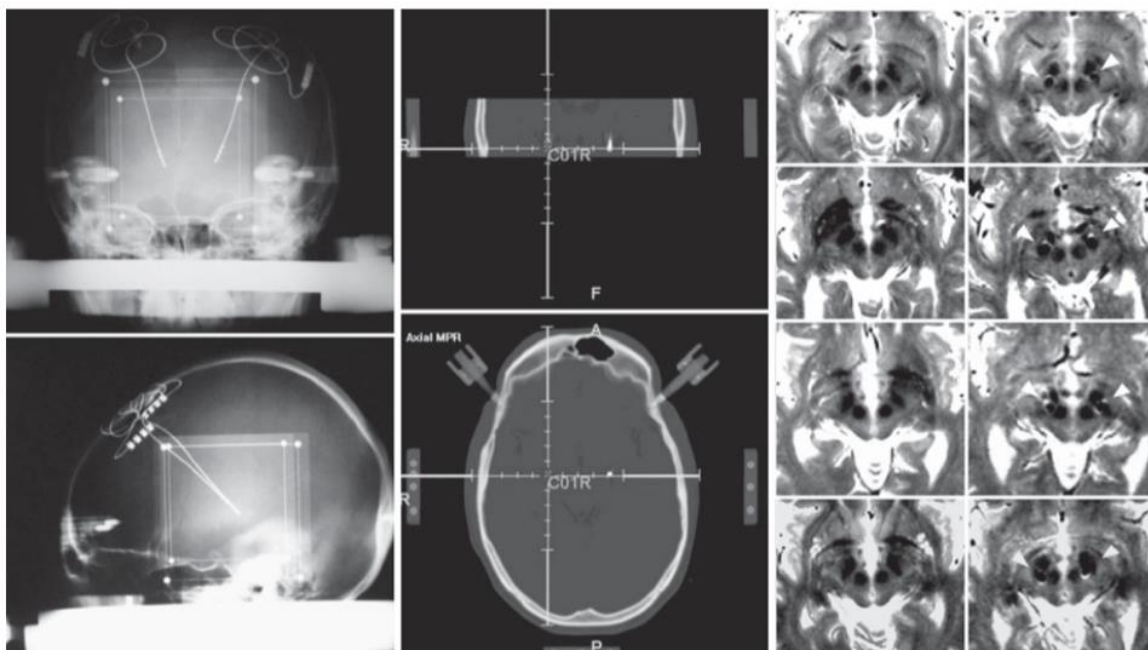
Röntgenaufnahme, CT, T2-gewichtetes-MRT (Krauss und Volkmann 2004, S. 119)
